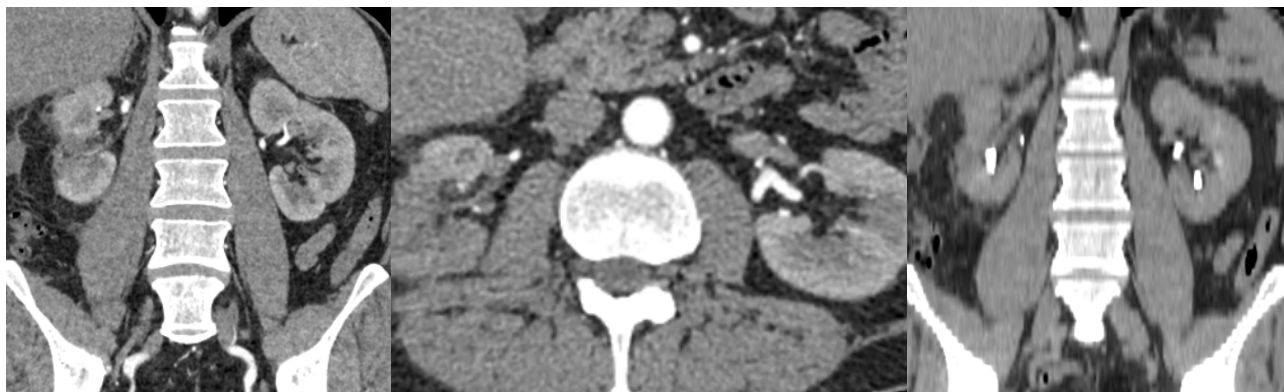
Контрольные КТ-граммы через год после операции у пациента А.
